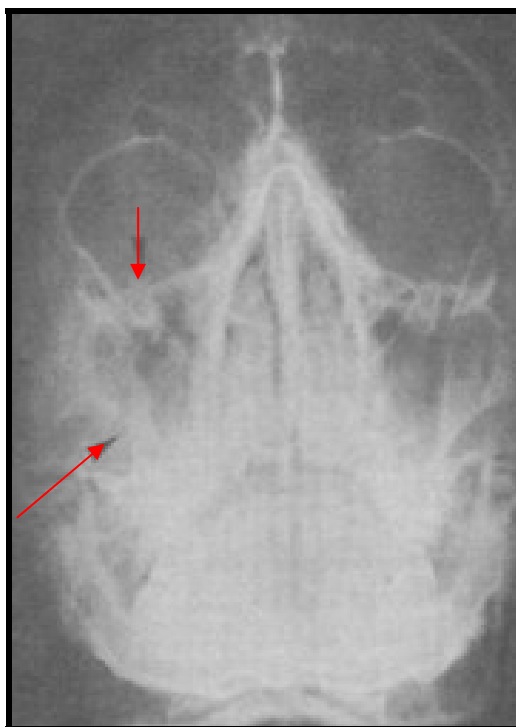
Radiografia convencional para exame de fraturas orbitárias. A incidência de Waters permite detectar fraturas do corpo do zigomático (moldura externa da órbita) e em certas regiões da crista lacrimal (moldura interna da órbita). Fraturas da órbita interna não são detectáveis por este meio. (As setas demonstram o local da fratura)
